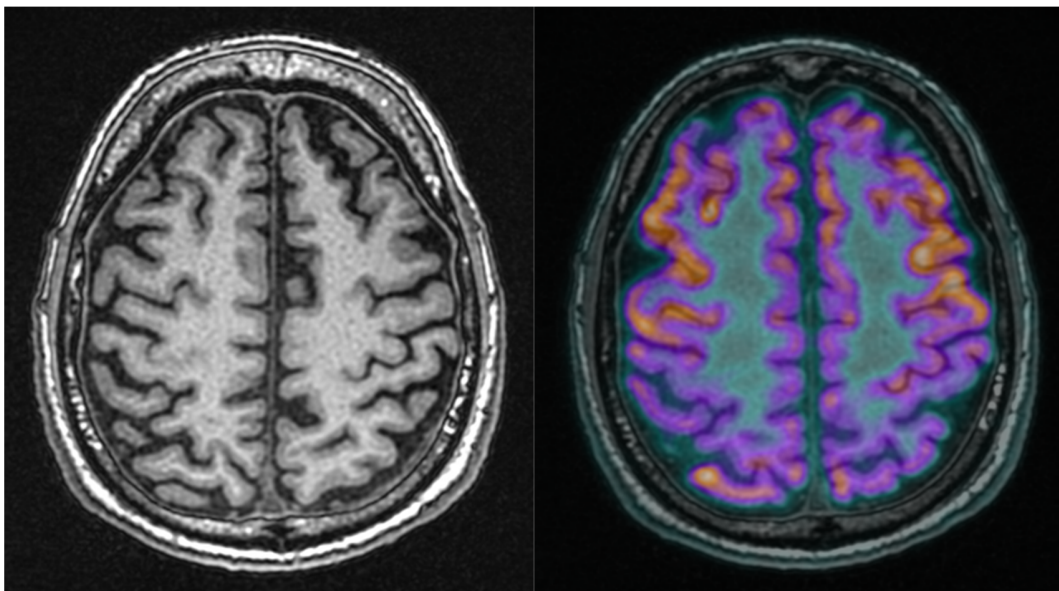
(Paziente 11) pattern normale alla RM con lieve ipometabolismo parietale bilaterale evidente nell'immagine di fusione PET/RM.
